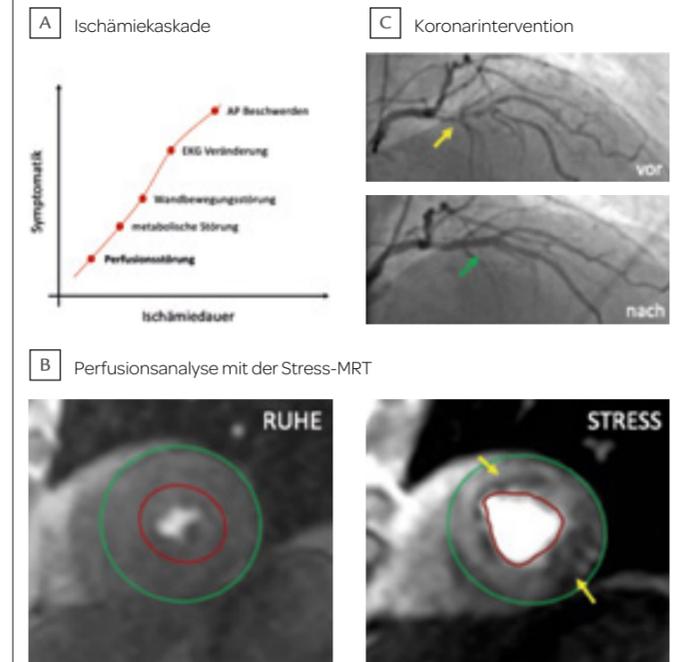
A Perfusionsstörungen sind der erste hämodynamische Indikator einer myokardialen Ischämie und lassen sich nicht-invasiv mit der Stress-MRT darstellen. B Unter Belastung treten im Vergleich zur Ruheperfusion Verzögerungen in der Kontrastmittelanflutung auf, welche als dunkle Areale (gelbe Pfeile) zur Darstellung kommen. C Dargestellt ist die Koronarangiografie des Patienten aus B mit passender Einengung der Koronargefäße (grüne Pfeile), welche mittels Herzkatheter erfolgreich zu behandeln war (gelbe Pfeile).
